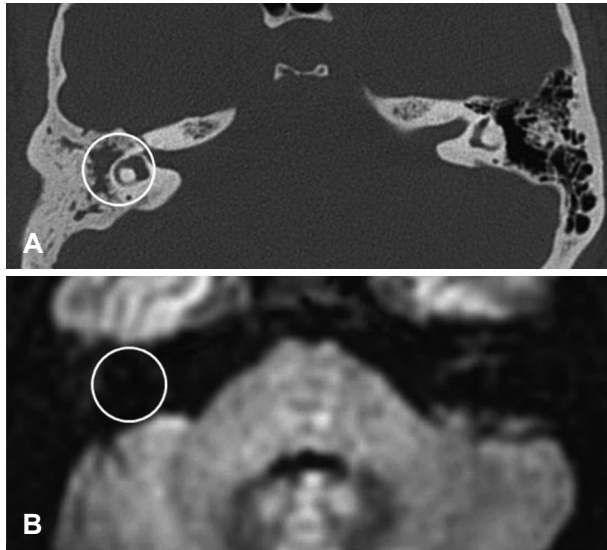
Case of chronic otitis media without cholesteatoma. TBCT shows soft tissue density in mastoid antrum (A) but, no definite high signal intensity was noted in a PROPELLER diffusion-weighted imaging (B). TBCT: temporal bone CT.
